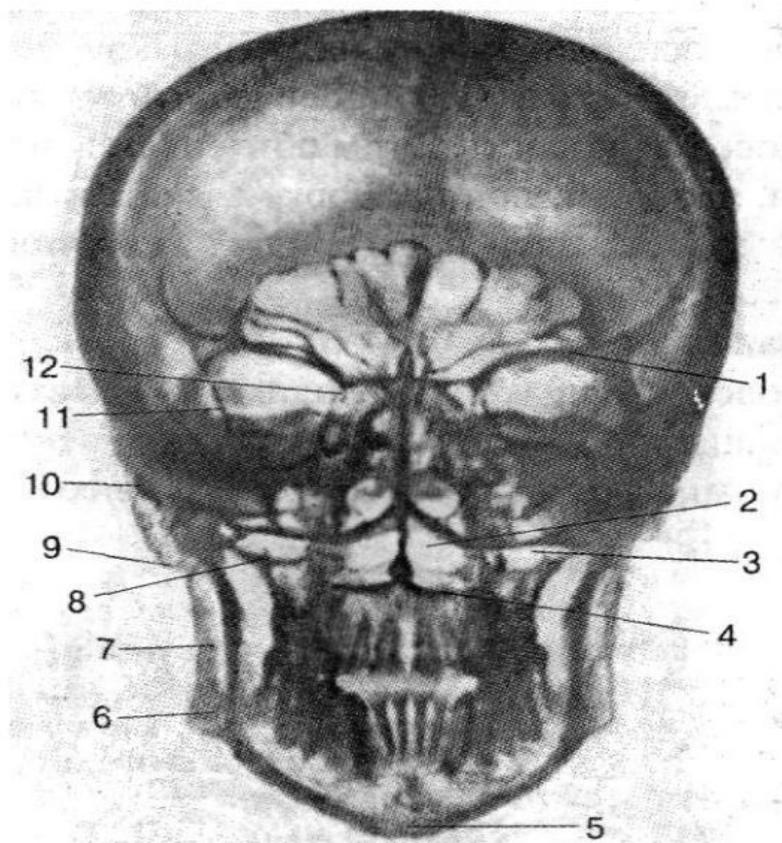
Рентгенограма черепа дорослої людини, передня проєкція:
